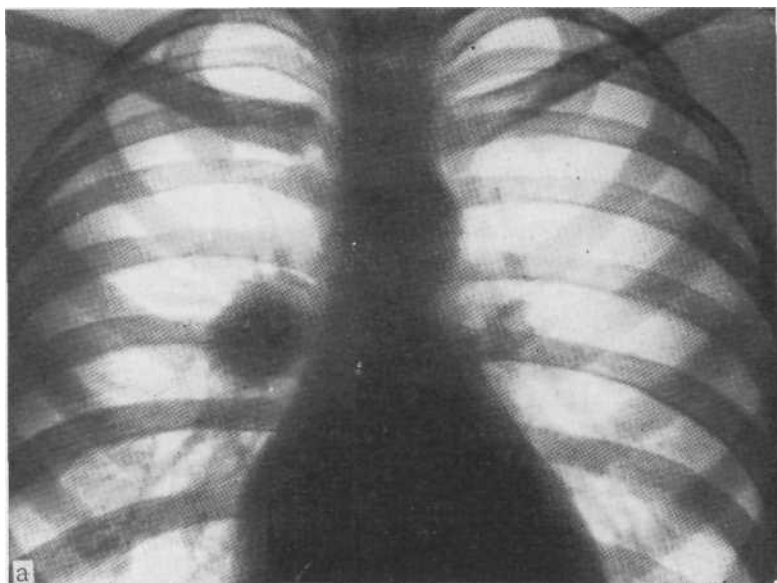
Обзорная рентгенограмма (а), томограммы в прямой (б) и боковой (в) проекциях.
